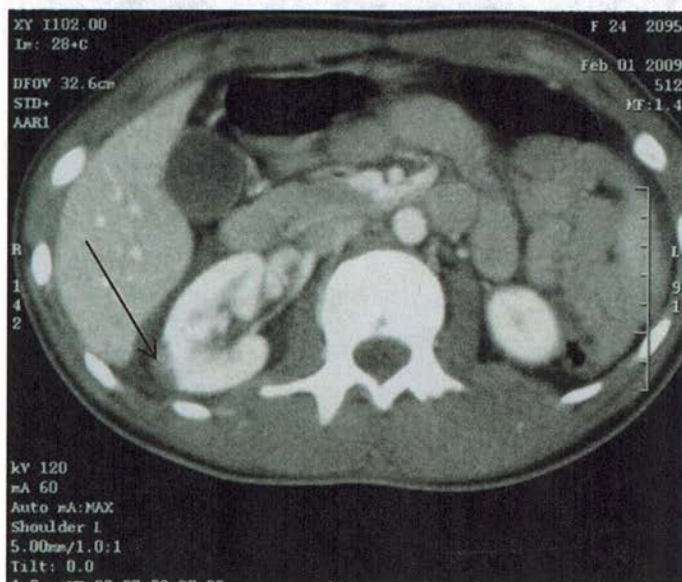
Томограмма больной Г.
